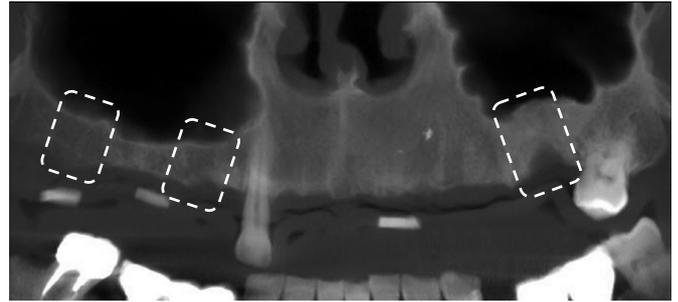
Снимок конусно-лучевой компьютерной томографии пациента А. Отмечается атрофия кости альвеолярного отростка верхней челюсти (отмечено фигурами)
